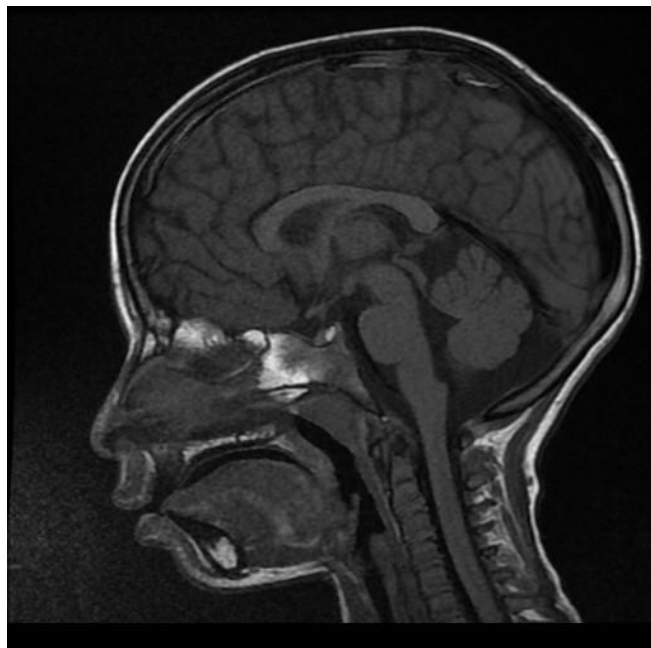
Image IRM montrant un adénome hypophysaire
